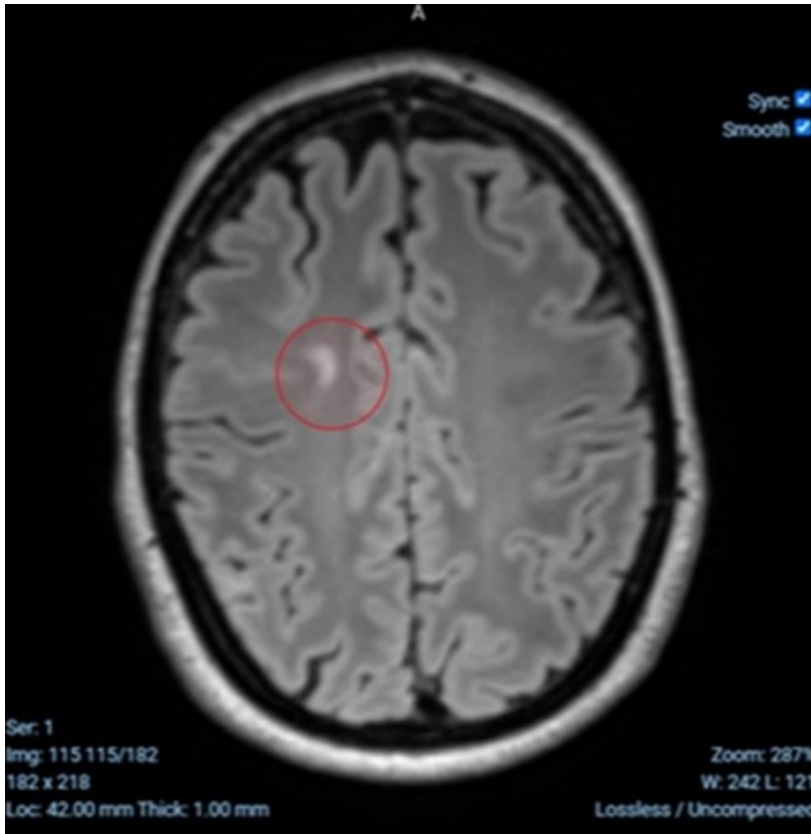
Juxtakortikale T2-hyperintense Läsion, FLAIR-Sequenz
